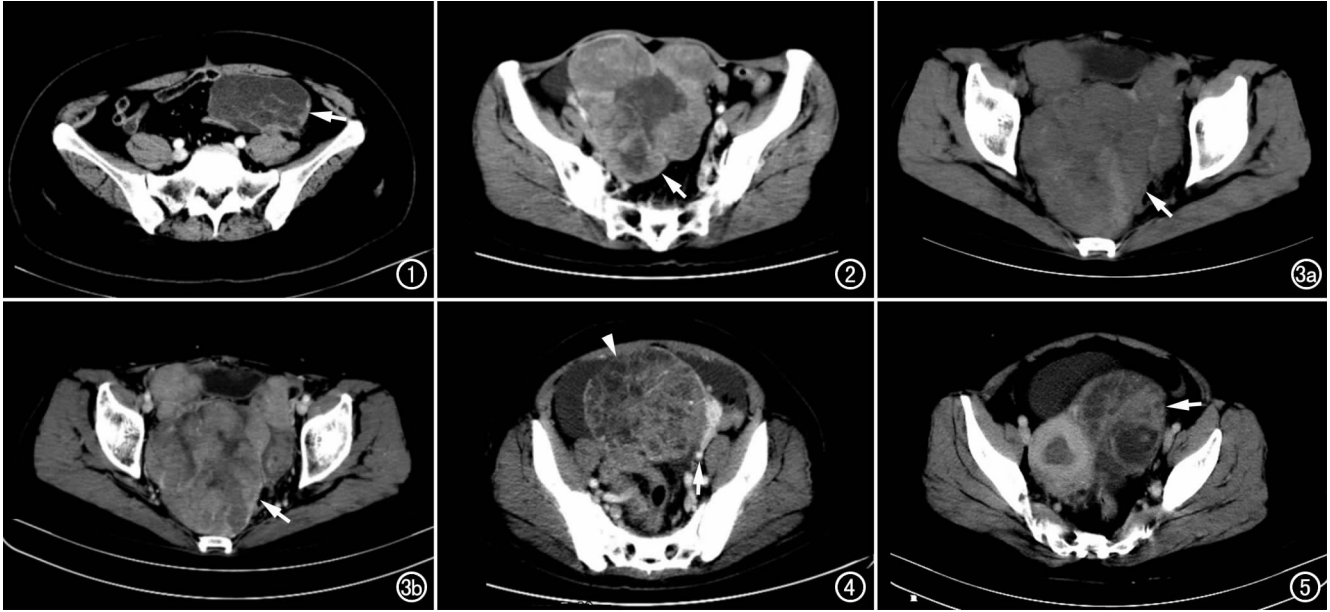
初发 OGCT,CT 增强扫描示盆腔类圆形多房囊性肿块(箭),囊壁厚薄不均。图 2 初发 OGCT,CT 增强扫描示盆腔分叶状囊实性肿块(箭),伴少量腹水。图 3 初发 OGCT。a) CT 平扫示盆腔分叶状实性肿块(箭),内见小片低密度区; b) CT 增强扫描示盆腔肿块实性部分中度强化(箭),坏死或囊变区无明显强化。图 4 初发 OGCT,CT 增强扫描示盆腔类圆形肿块(箭头),可见增粗的左侧卵巢静脉(箭)和腹水。图 5 OGCT 术后 1 年复发,CT 增强扫描示盆腔类圆形囊实性肿块(箭)和子宫内膜增厚。
